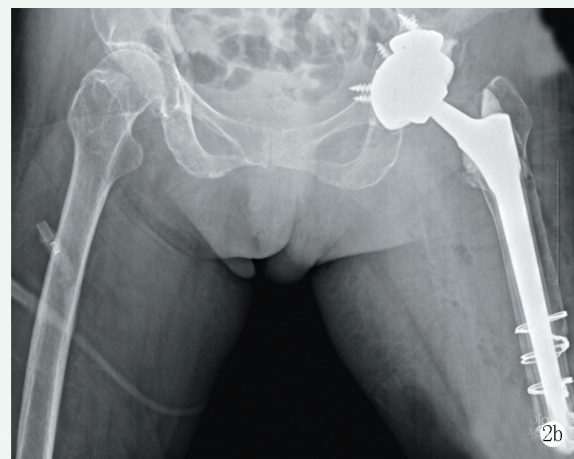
患者, 女, 80岁, 全髋关节术后无菌性松动, 行OSTA翻修术 2a: 术前双髋正位X线片示假体松动 2b: 术后1年双髋正位X线片示假体位置良好
